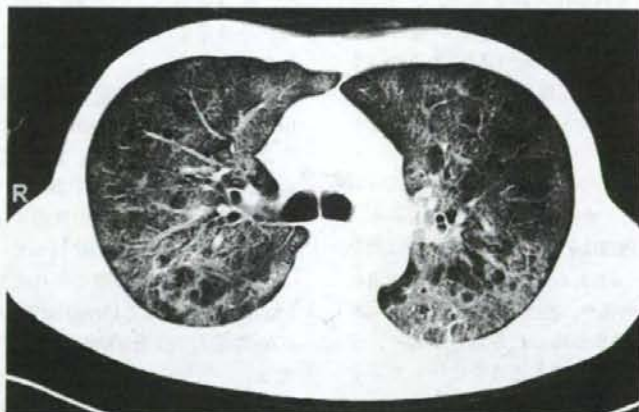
ニューモシスチス肺炎の胸部CT(肺野条件)
